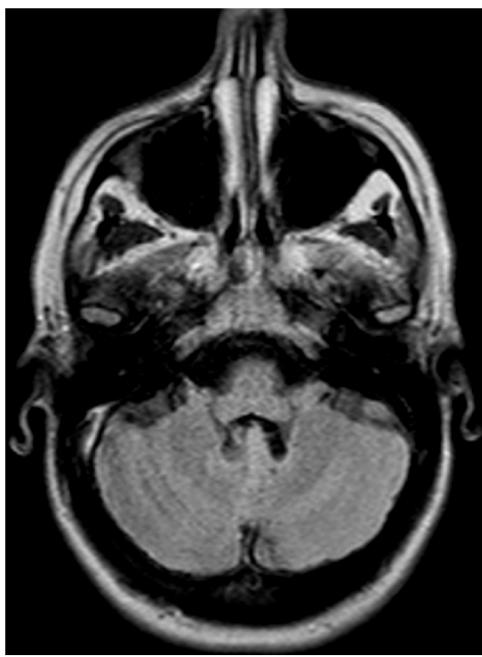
RMN del cerebelo.
